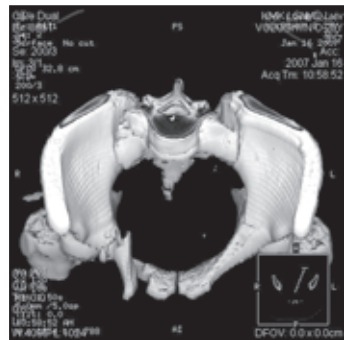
Комп'ютерна томографія: компресія уламками лонної кістки судинно-нервового пучка
